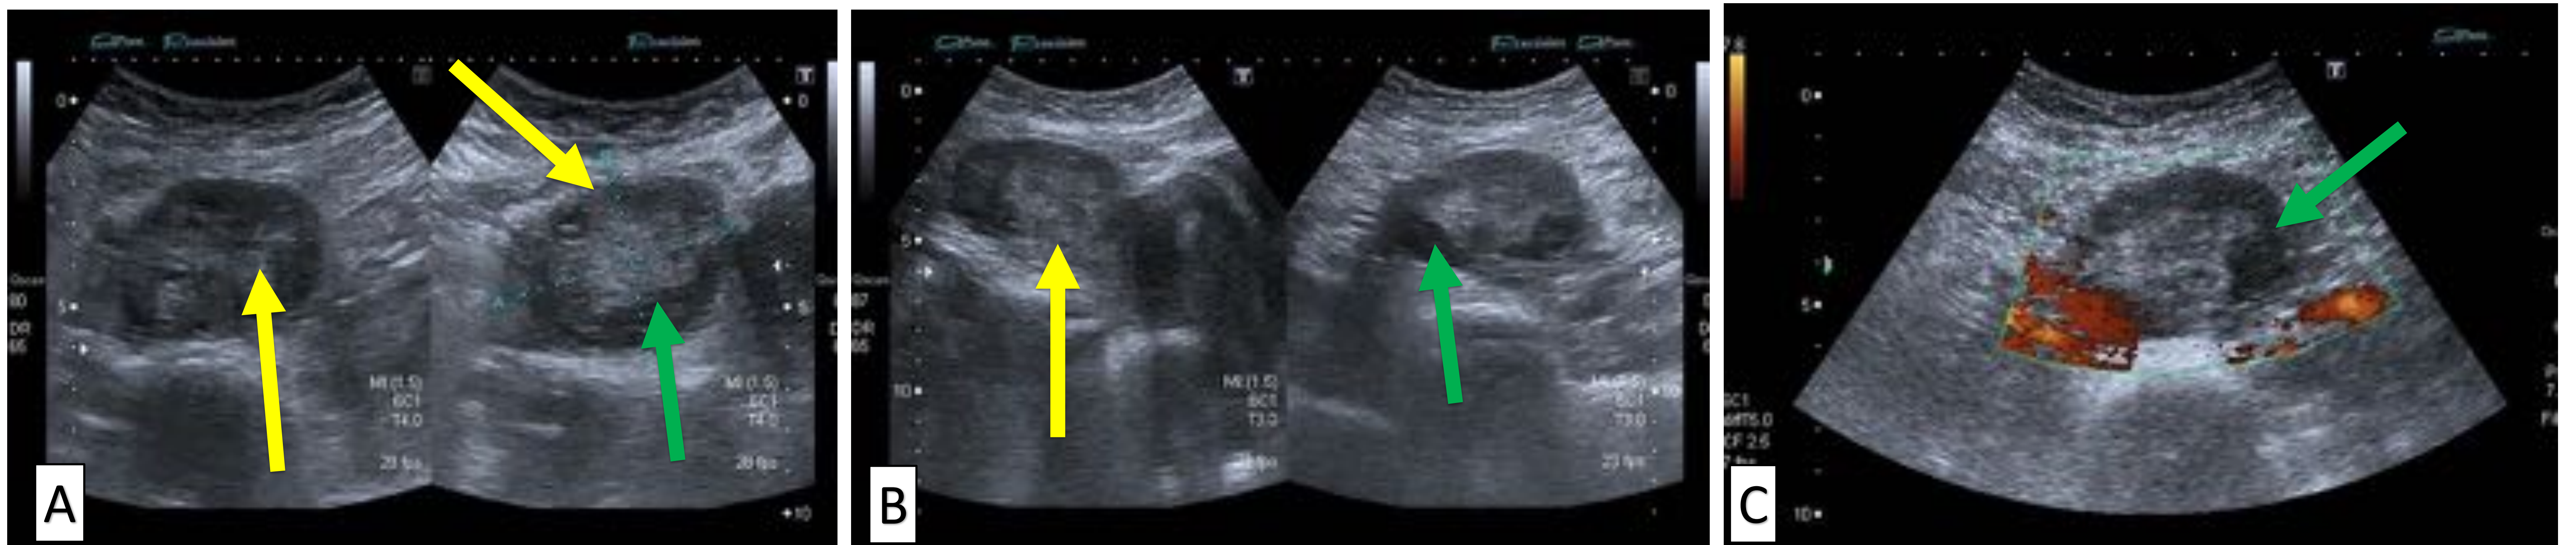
Imágenes ecográficas de torsión ovárica en modo B (figura A y B) y en modo Doppler color (figura C); se observa el ovario derecho aumentado de tamaño/congestivo (flecha amarilla) con ecogenicidad heterogénea, pequeñas áreas anecoicas (flecha verde) y presencia de flujo vascular (figura C).
